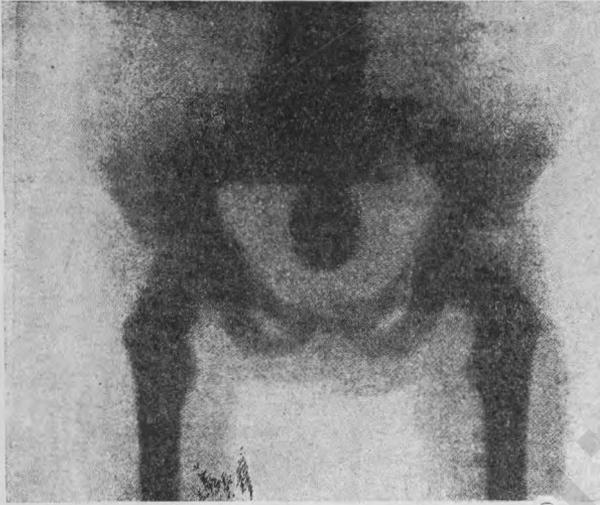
Рентгенограмма пузырного камня у 7-летнего ребенка. (По Casper, Lehrbuch d. Urologie).
